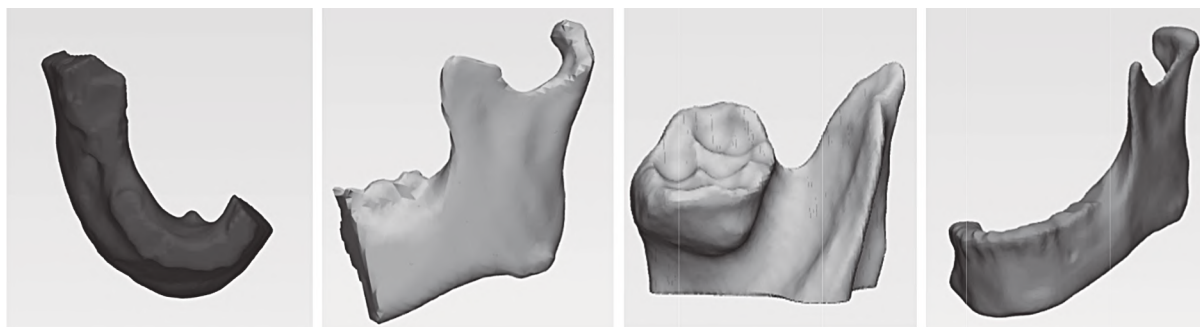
Типи дефектів нижньої щелепи, що відтворенні у 3D репродукціях з даних мультиспіральної комп'ютерної томографії кісток лицевого черепа.
